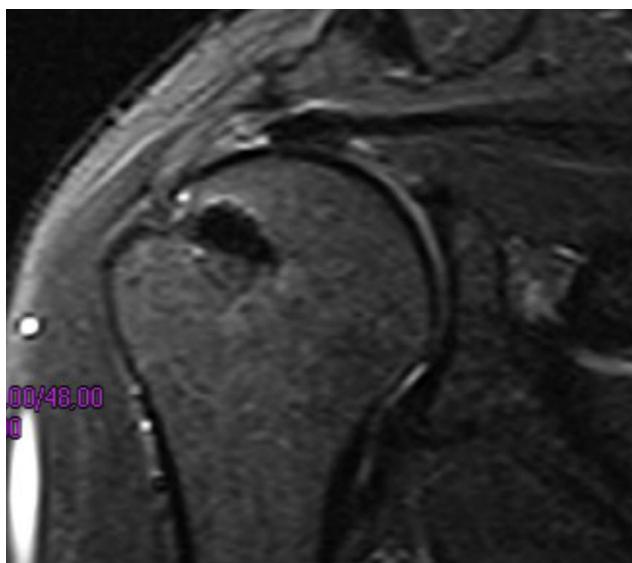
Resonancia magnética con imágenes STIR, anclaje y relesión.
